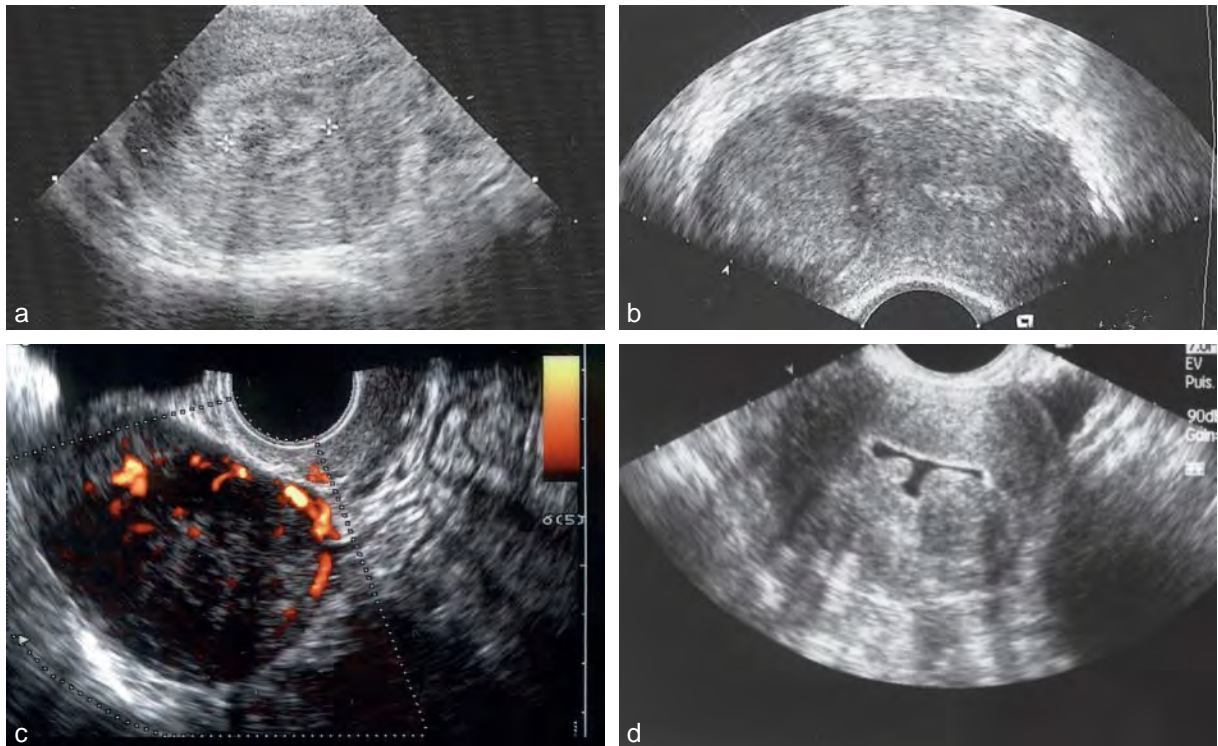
a. Coupe transversale de l'utérus : myome sous-muqueux. b. Myome sous-séreux. c. Échographie Doppler d'un myome. d. Hystérosonographie montrant des myomes sous-muqueux.
